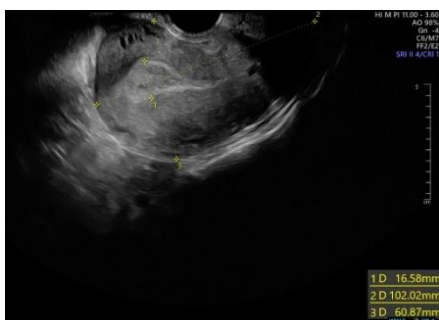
Ecografía Transvaginal (útero y endometrio)
